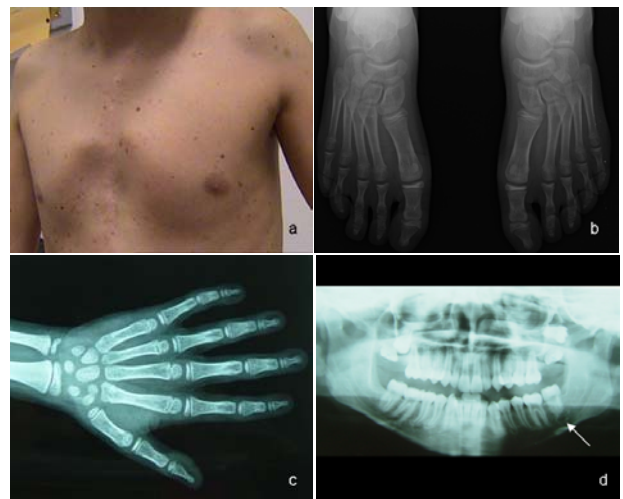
(a) Peito escavado e cicatriz torácica mediana de esternotomia feita em cirurgia de correcção de comunicação interventricular. Inúmeros lântigos e nevos melanocíticos. (b) Radiograma de face dos pés. Pés planos valgus. (c) Radiograma da mão esquerda. Discreto encurtamento e estreitamento do quarto metacarpo e hipertransparências em chama de vela das extremidades distais das falanges e das falanginhas (radiograma da mão direita com as mesmas alterações). (d) Ortopantomografia. Cisto odontogénico que causa erosão da raiz do dente 3.7. Ausência de hipertrofia das apófises coronoides.
